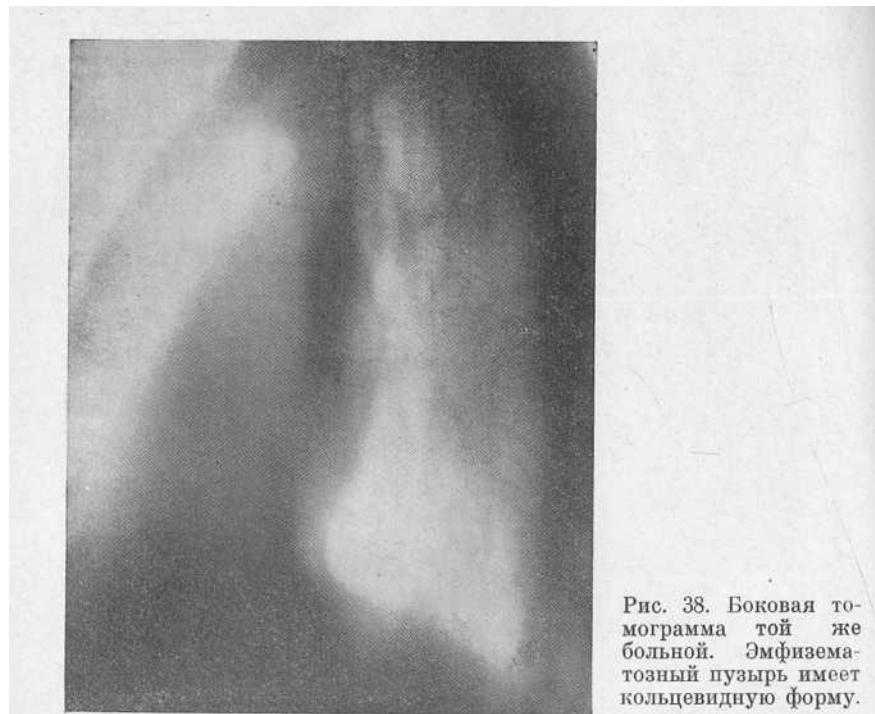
Боковая томограмма той же больной. Эмфизематозный пузырь имеет кольцевидную форму.
